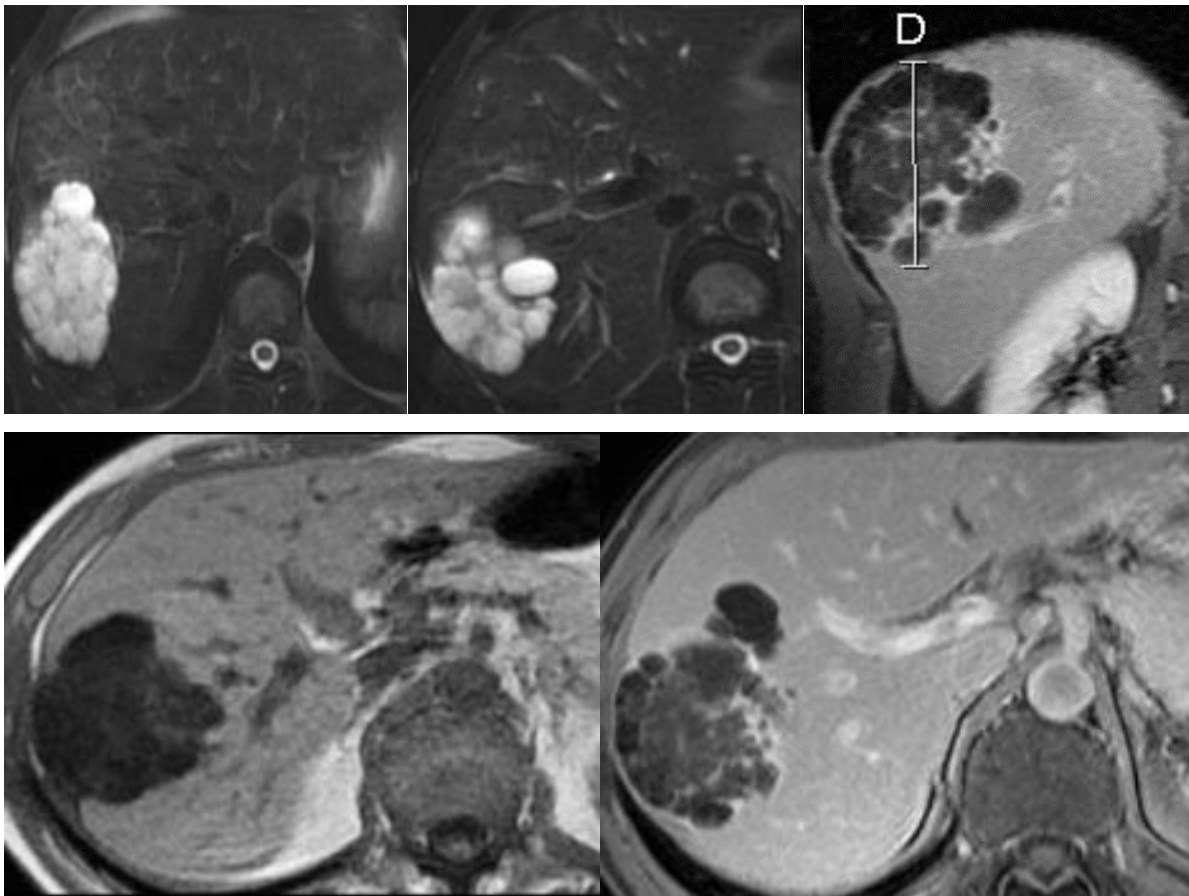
Images d'IRM hépatique en coupe axiale et frontale montrant une lésion multiloculaire ; hétérogène ; le contingent "non liquidien" est abondant. On note un réhaussement après l'injection du gadolinium : Cystadénocarcinome hépatique [26].
